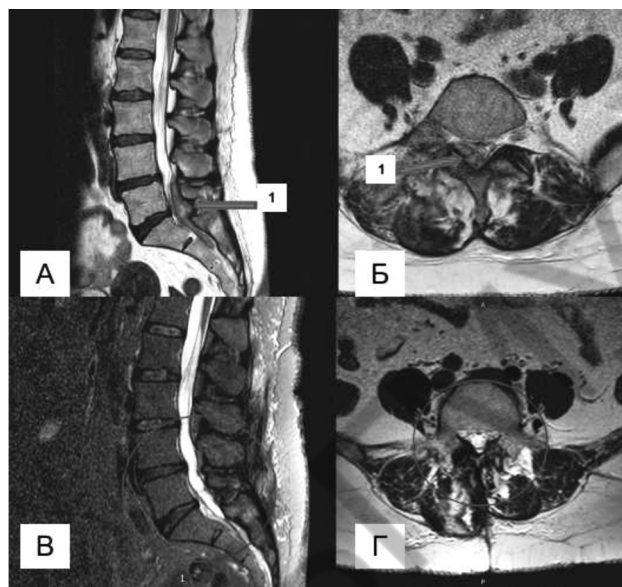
Спинальный ретродуальный эпидуральный абсцесс L5-S2 у пациентки К. Компьютерная томограмма поясничного отдела позвоночника в сагиттальной и аксиальной проекциях А и Б – до операции, В и Г – после оперативного лечения. (1 – спинальный эпидуральный абсцесс)
